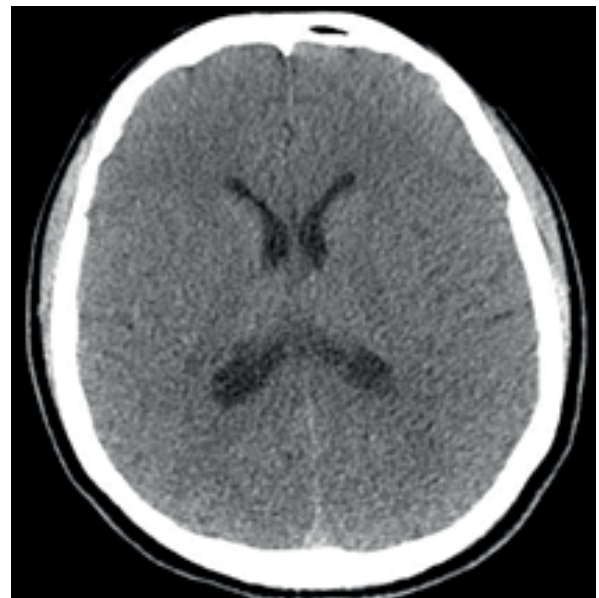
Skull CT in axial section after revascularization surgery. Note a favorable prognosis, without signs of density resulting from hemorrhage nor infarction outbreaks of ischemic origin.
